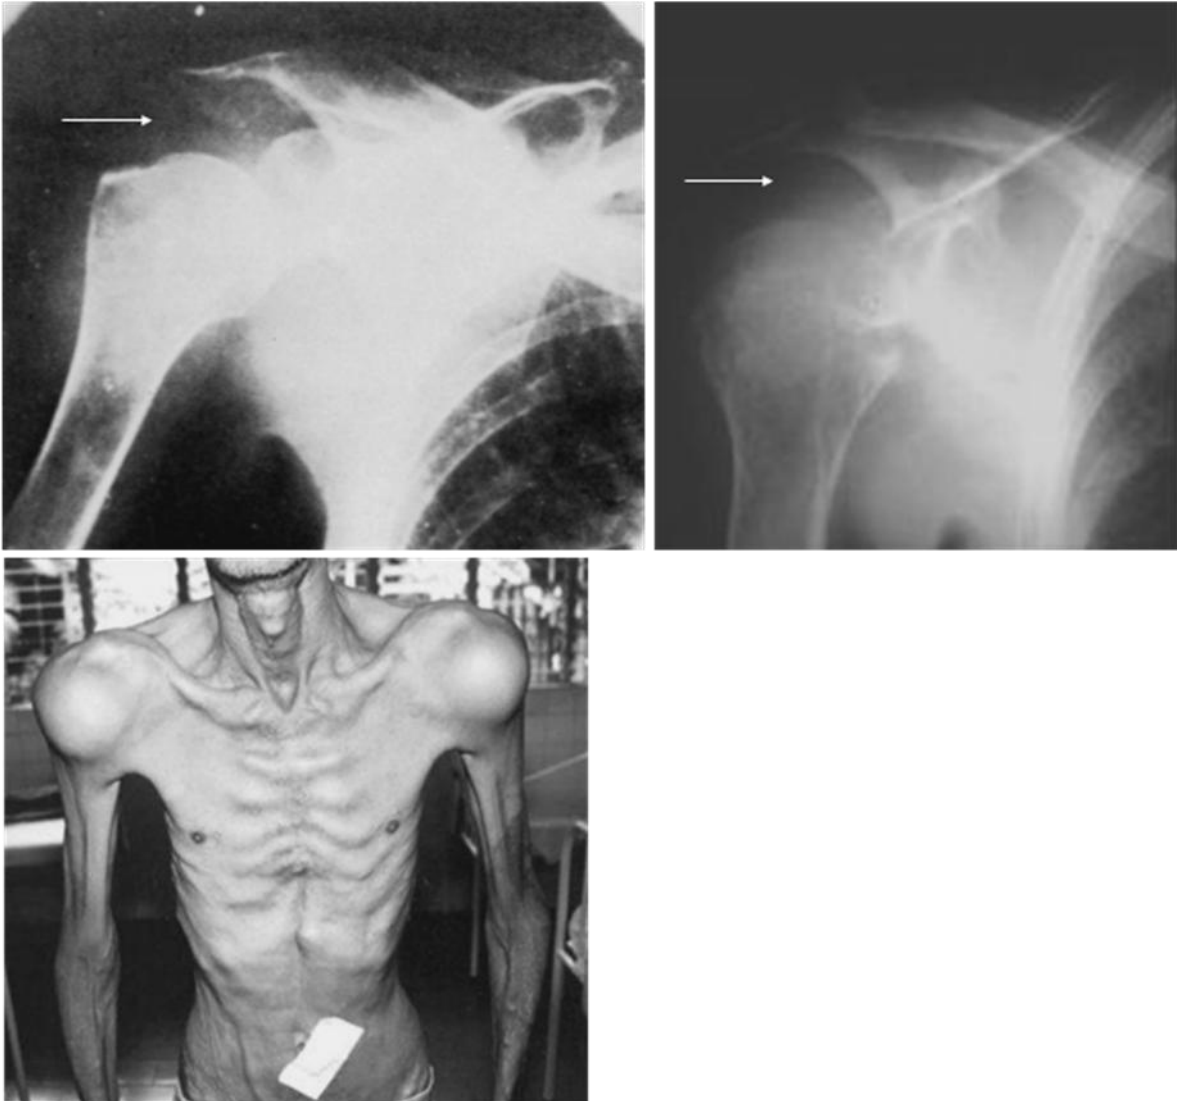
61. Dos Radiografías frontales del hombro derecho de dos pacientes diferentes con artropatía amiloide, hay aumento de volumen de los tejidos blandos (flechas) y desplazamiento inferior del humero. Debajo, Fotografía de un paciente.
